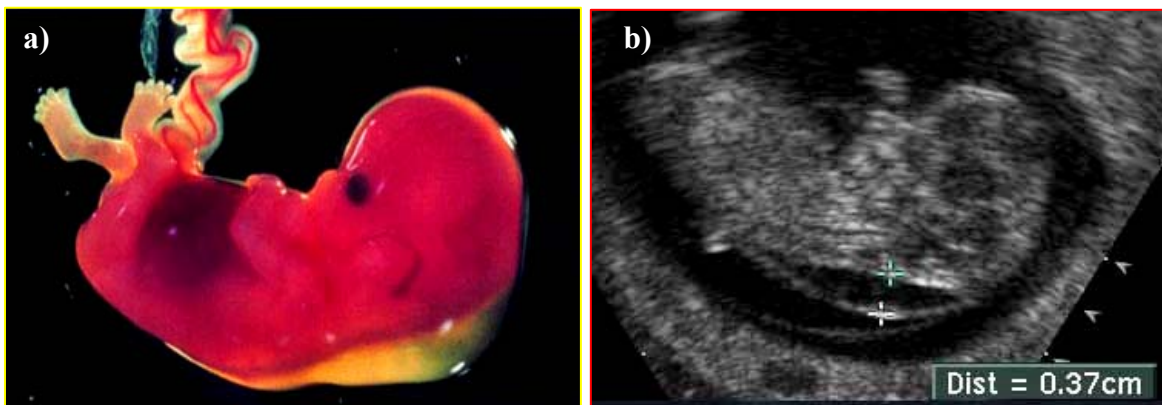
a) Fet mit erhöhter Nackentransparenz (Moore et al., 2001), b) Sonographische Darstellung eines Feten mit erhöhter NT im 1. Trimenon.
